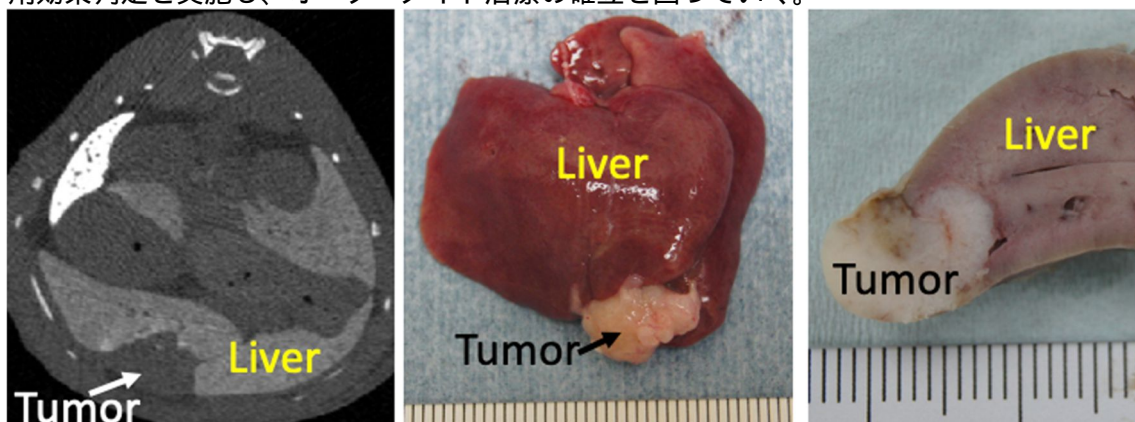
肝臓内に生着した患者由来腫瘍のCT画像と摘出後肝臓標本
